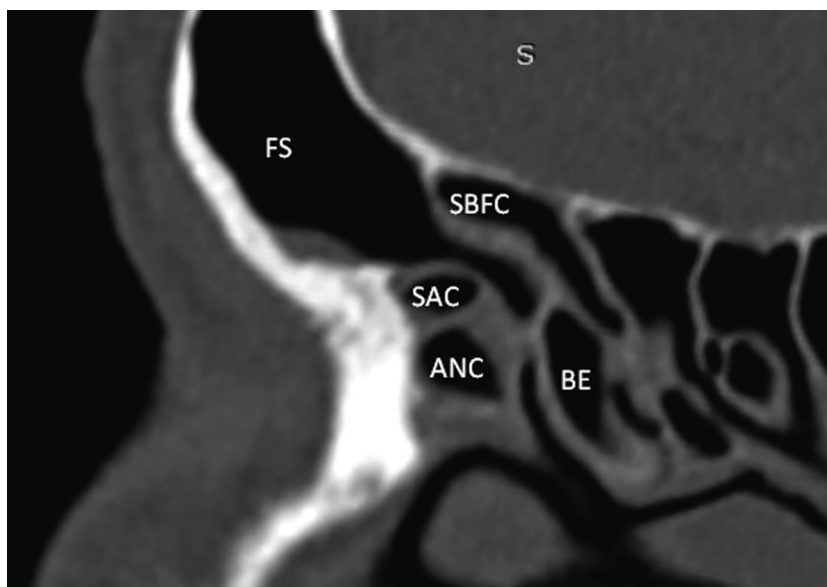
КТ ОНП, левая сторона. Пример применения IFAC. Сокращения: FS – лобная пазуха, ANC – ячейка валика носа, SAC – супрааггерная ячейка, BE – решетчатая булла, SBFC – супрабуллярная фронтальная ячейка
